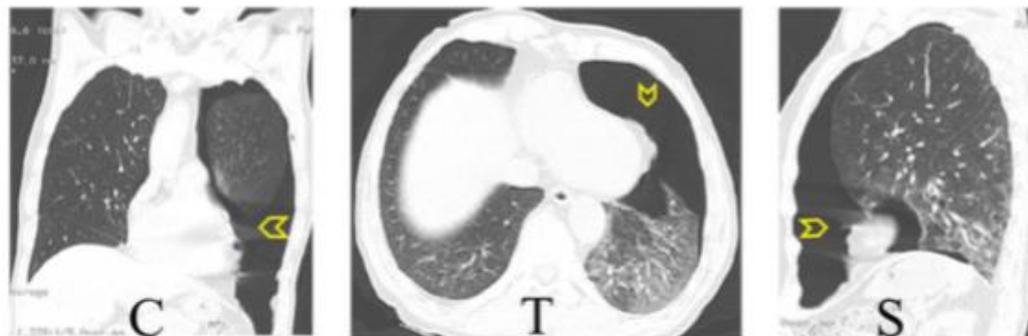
CT scan of the chest showing large left pneumothorax (arrow head) in the coronal (C), transverse (T), and sagittal (S) cuts.
